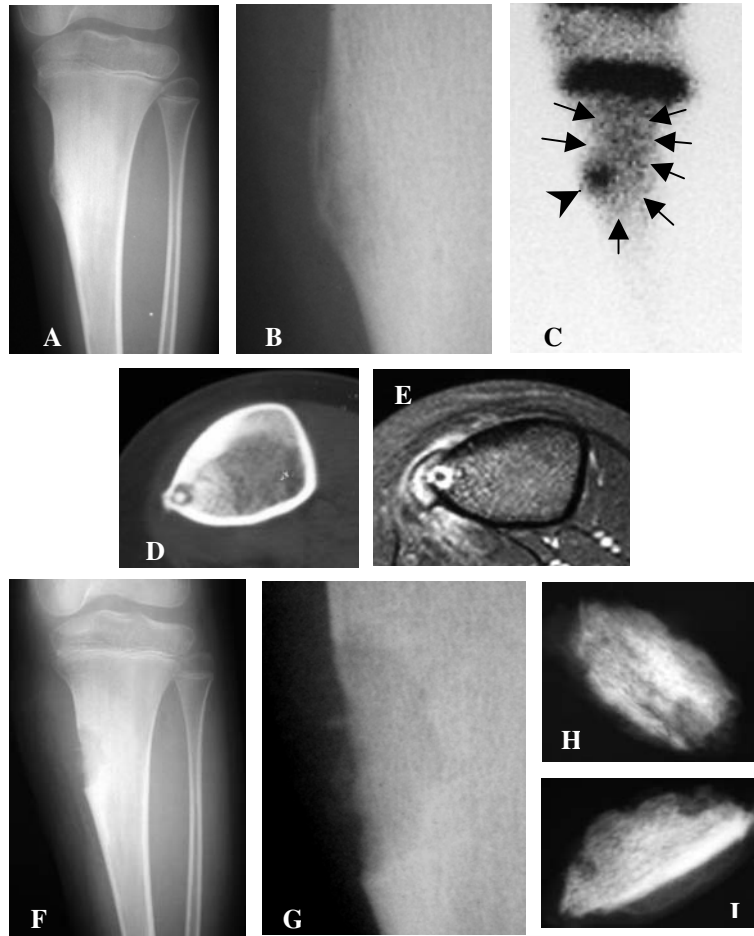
Ressecção convencional bem sucedida. A- Radiografia da tíbia proximal de uma criança que mostra, na cortical medial do seu corpo, área de levantamento do periósteo com esclerose ao redor. B- Detalhe da radiografia com levantamento do periósteo. C- Fase tardia da cintilografia óssea que mostra aumento focal de captação que corresponde ao nicho (cabeça de seta), com área vizinha de aumento de captação difusa que corresponde à esclerose (setas). D- Corte axial da TC mostra o nicho calcificado com esclerose ao seu redor. E- Corte axial da ressonância magnética ponderada em T1 com saturação de gordura e injeção de gadolínio mostra impregnação intensa do contraste no nicho, periósteo, tecidos moles vizinhos e região medular da tíbia. F- Radiografia pós-operatória da tíbia após ressecção em bloco da lesão. G- Detalhe da área ressecada da tíbia. H e I- Radiografias do fragmento ressecado. Não é possível identificar o nicho.
